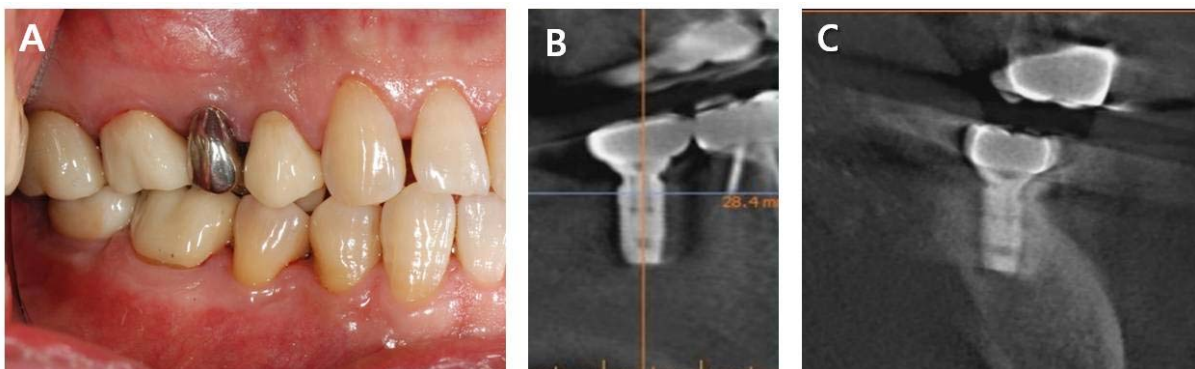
Follow up check after one year (A) intraoral photographs, (B, C) radiographic photographs.
